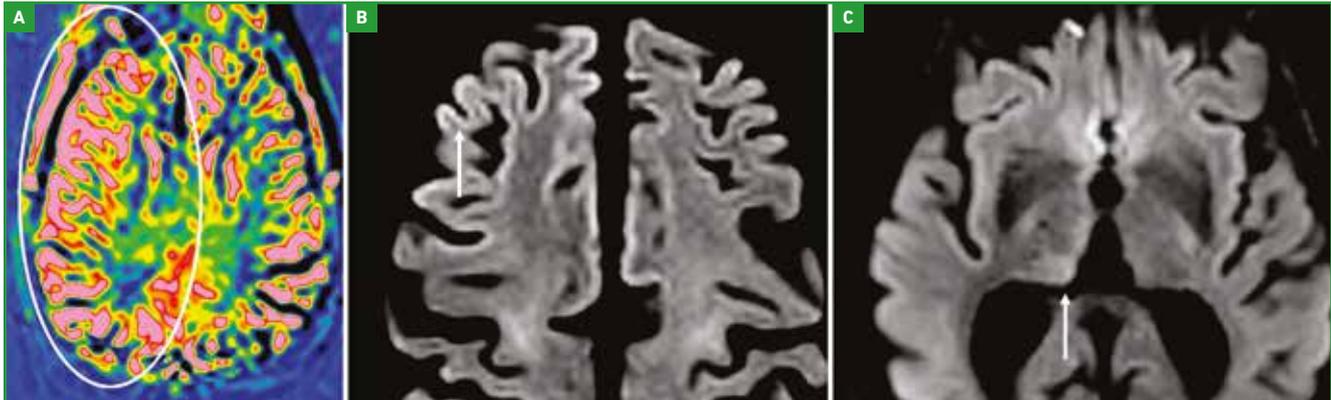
ASL (IRM de perfusion sans injection de produit de contraste). Hémiparésie gauche d'apparition brutale chez un homme de 78 ans. L'IRM montre sur la séquence ASL (A) un hyperperfusion de l'hémisphère droit. La séquence IRM de diffusion montre un hypersignal diffusion cortical frontal droit (B) et thalamique droit (C). L'IRM est en faveur d'une crise d'épilepsie, qui a été confirmée au décours.
